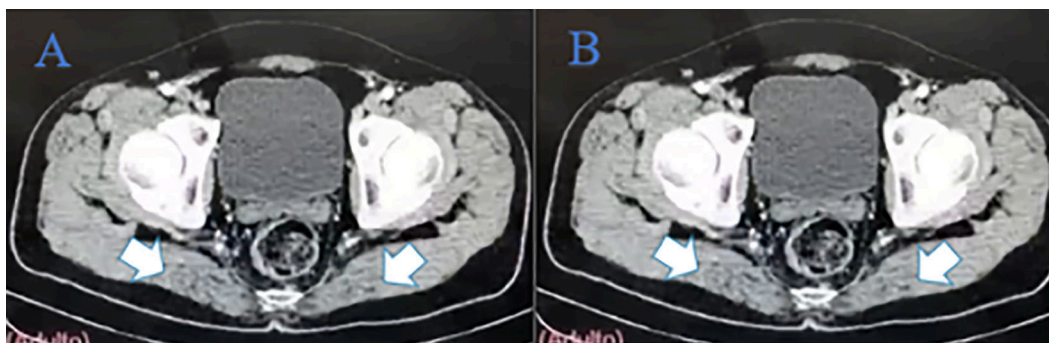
Tomografía axial computarizada. A. Afectación perianal. B. Cálculos renales. Fuente: Recopilación de datos de la historia clínica del paciente.
